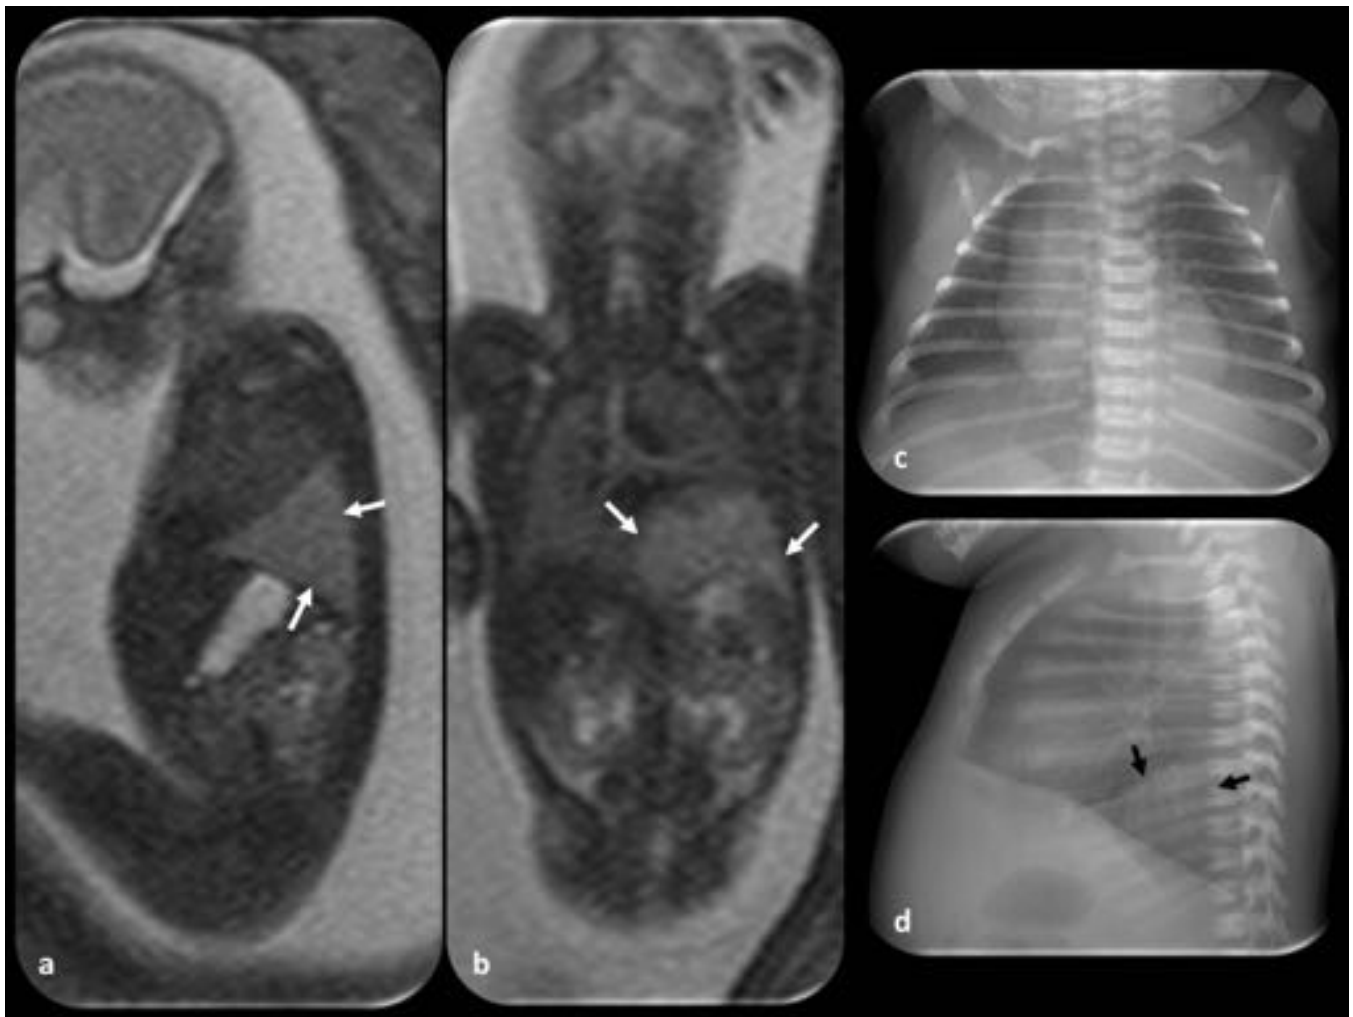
Secuestro extrapulmonar. Feto de 23 semanas de gestación. (a y b) imágenes coronal y sagital del feto. Se observa una estructura de forma triangular (flechas blancas) de mayor intensidad que el resto del parénquima pulmonar en la base del pulmón derecho. (c y d) Placa de tórax después del nacimiento, en la proyección lateral observamos una condensación pulmonar en la base derecha que se corresponde con los hallazgos de la RM (flecha negra).
